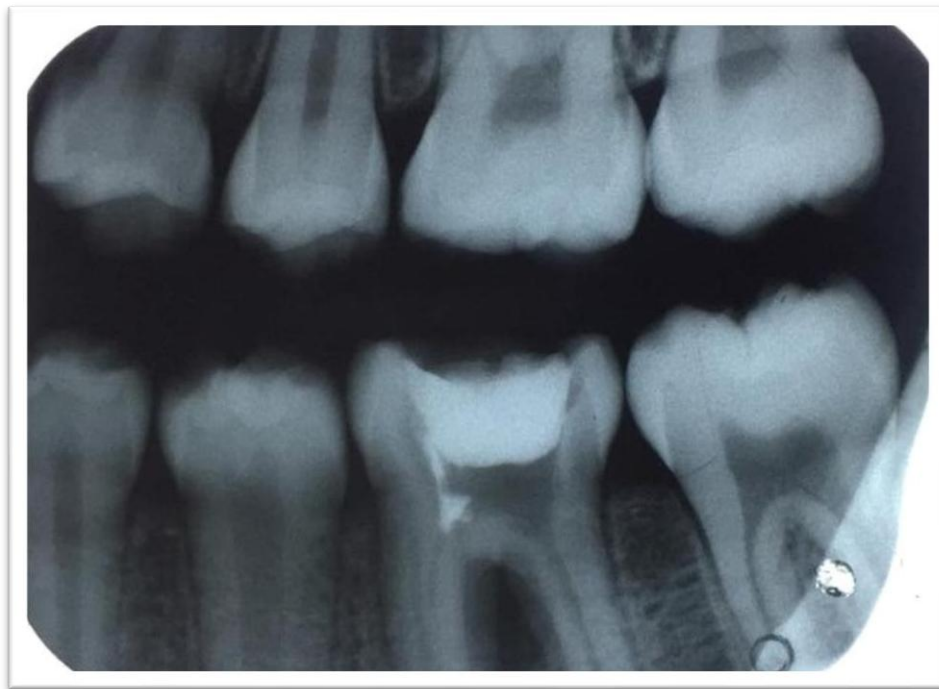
Radiografia interproximal
